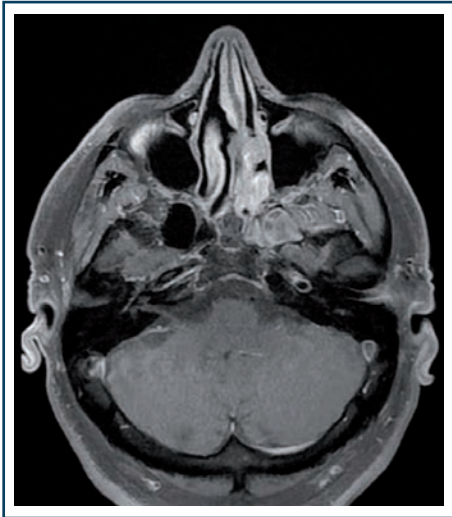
Aspect IRM en coupe axiale T1 avec gadolinium d'un hémangiopérycitome paraméningé de la base du crâne antérieure droite nettement rehaussé.
